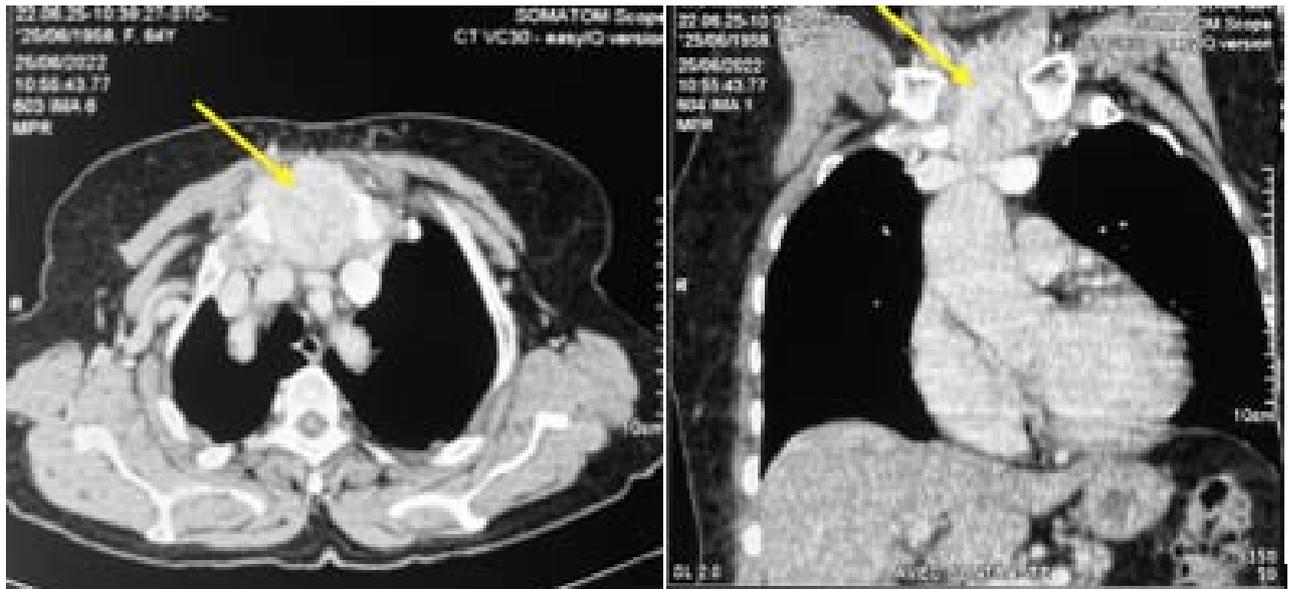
TDM thoracique du 25/06/2022
